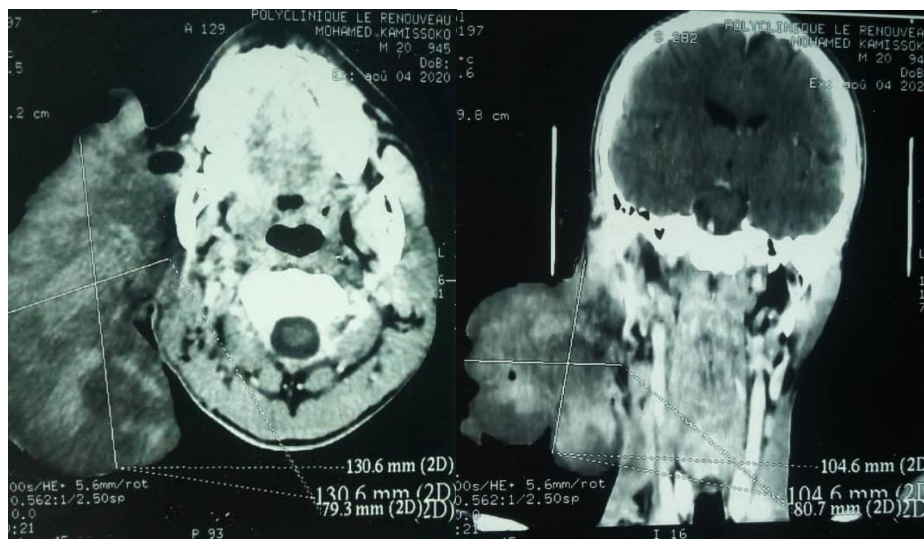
Aspect TDM de la tumeur
